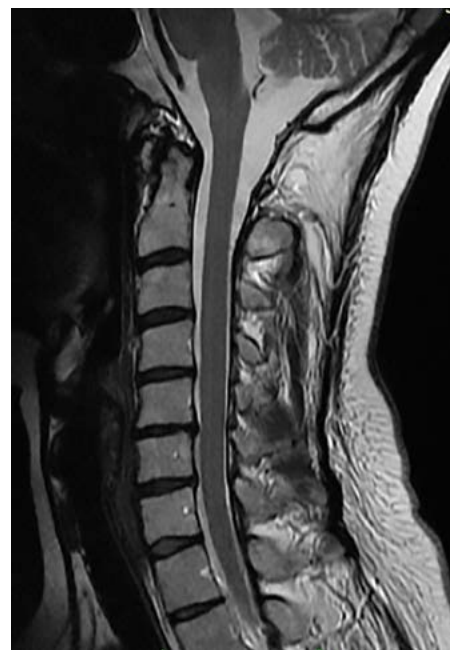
Vstupní magnetická rezonance krční páteře s rozsáhlou hyperintenzní signálovou změnou na T2 vážených snímcích v celé krční intumescenci, svědčící pro myelitidu (LETM)
